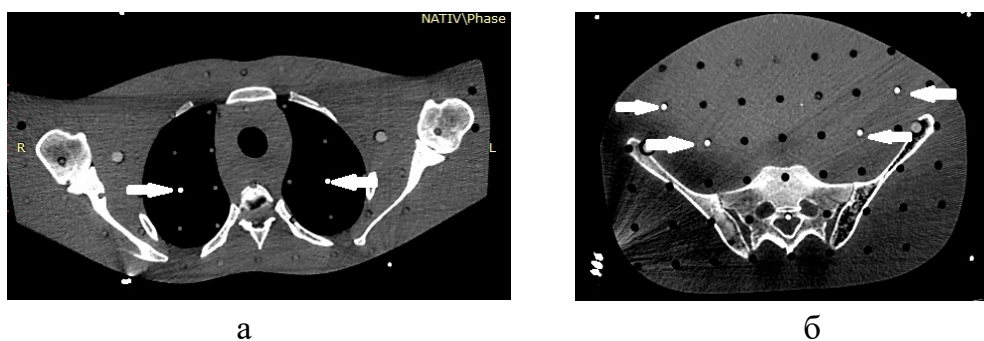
Пример расположения детекторов на КТ изображениях фантома:
